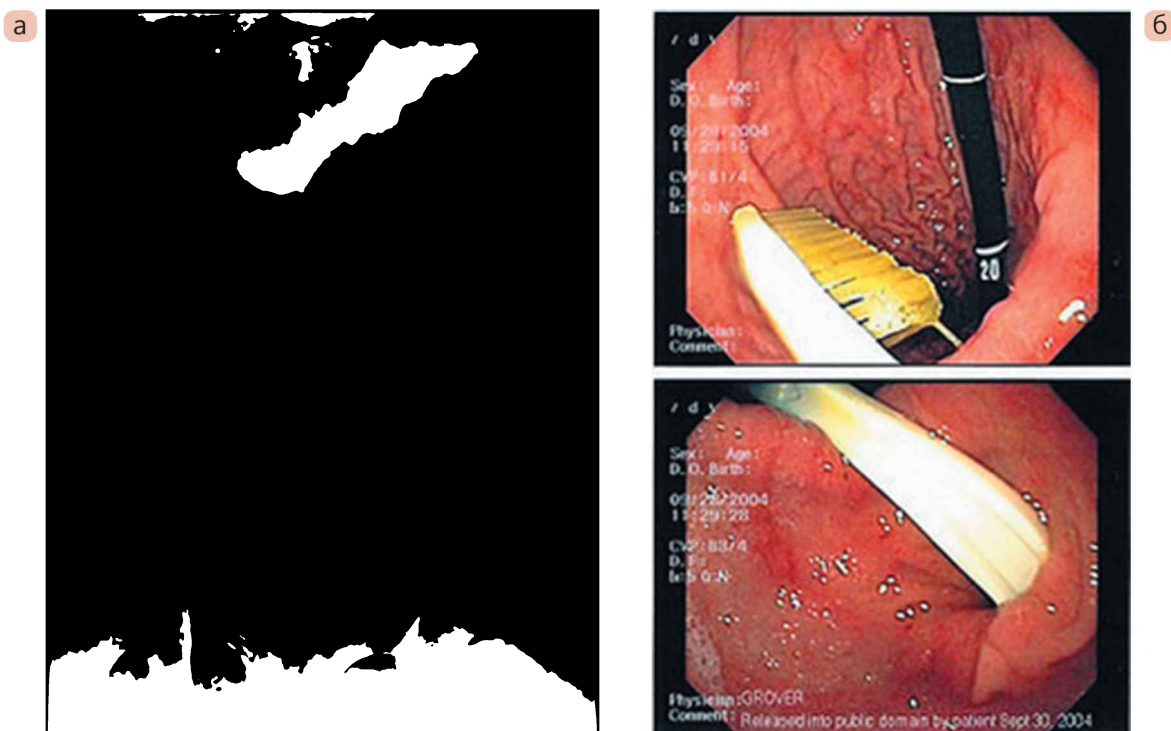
Чужорідні тіла: а – оглядова рентгенограма живота: шпилька в кишечнику; б – гастроскопія: зубна щітка в шлунку
